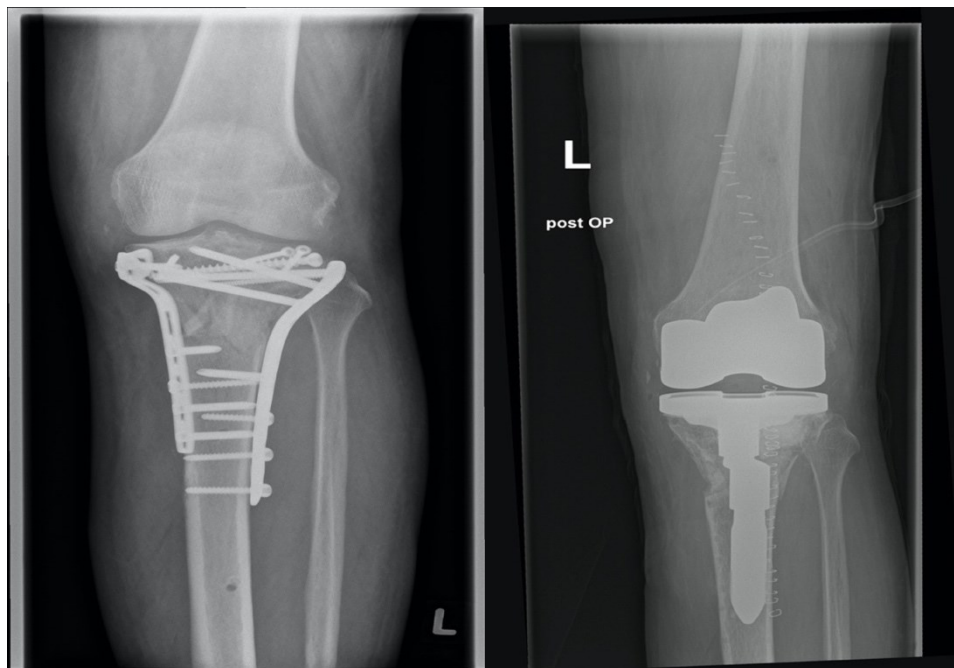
Röntgenbilder von Studienpatient vor und nach KTEP
